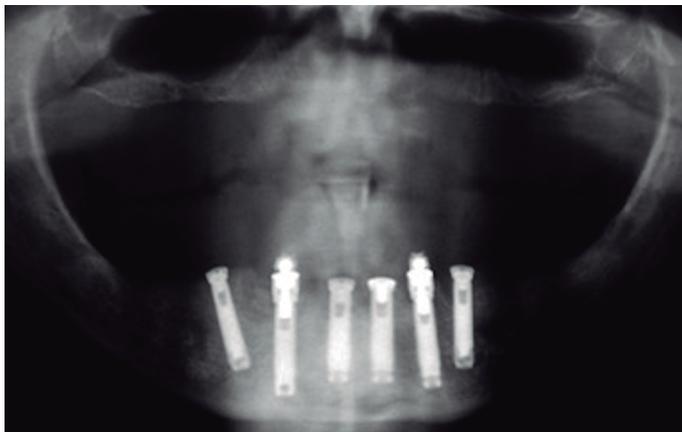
Initial Radiographic Analysis.
